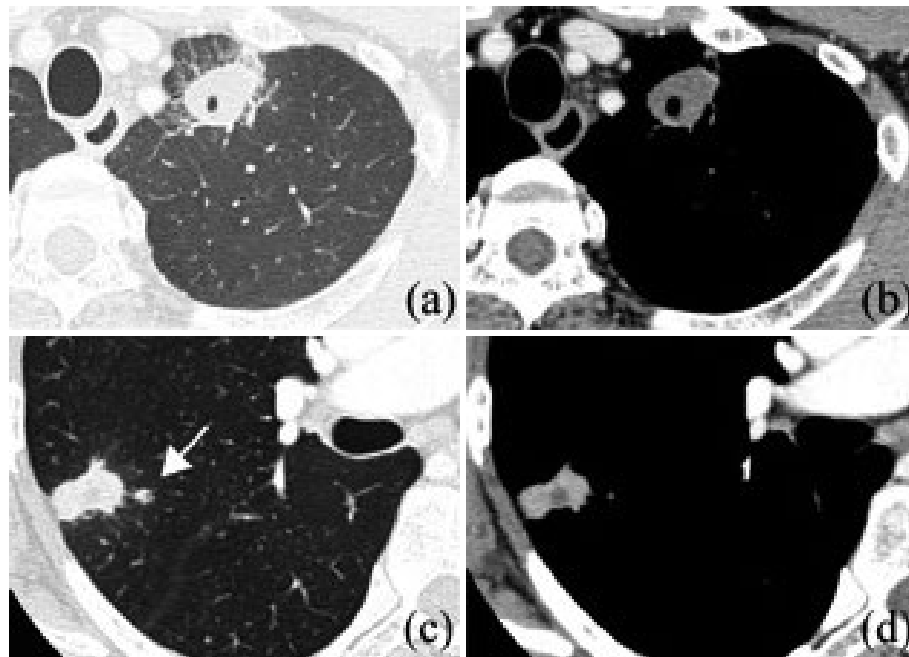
胸部 CT. (a, b) 空洞を伴う結核腫. (c, d) 散布性陰影 (矢印) を伴う非結核性抗酸菌による肉芽腫.
